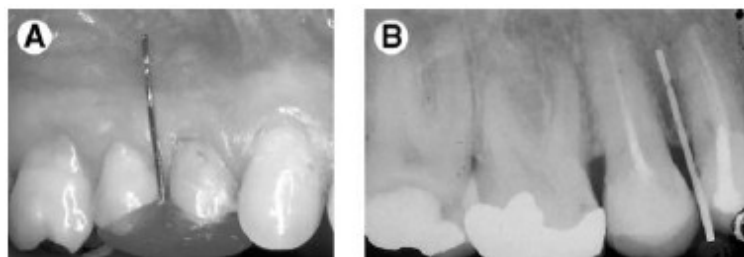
a) Guía quirúrgica mantenida por resina. b) Radiografía intraoral para evaluar la posición del microimplante (15)
